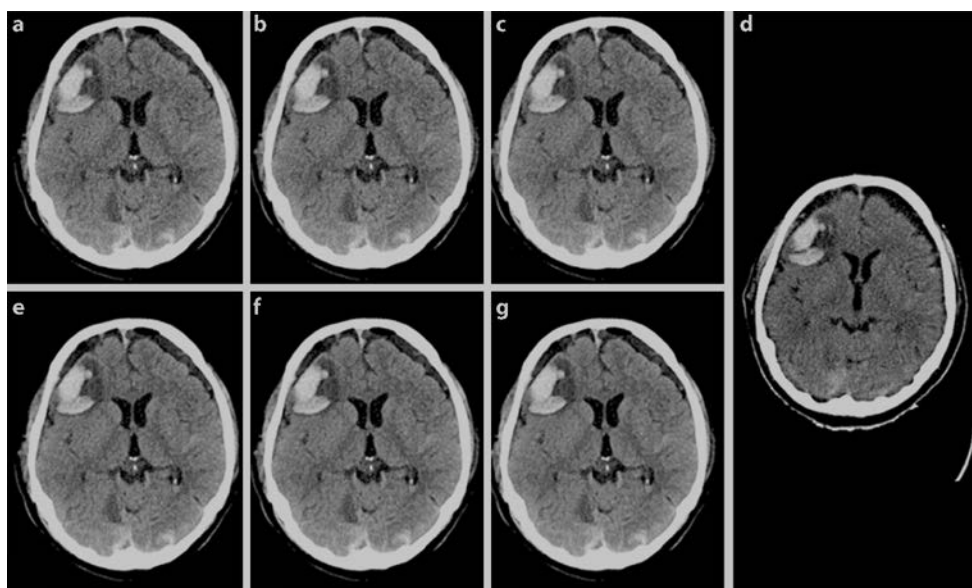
CT des Neurokraniums eines 69-jährigen Patienten nach einer traumatischen Kopfverletzung und einer konsekutiven intrazerebralen Kontusionsblutung sowie bilateralen Subduralblutungen. Dargestellt ist der intraindividuelle Vergleich zwischen spiraler DSCCT mit 5 verschiedenen Rekonstruktionsstufen (a=FBP, b=IR 1, c=IR 3, d=IR 4, e=IR 5) und der sequentiellen MDCT mit FBP (d)
